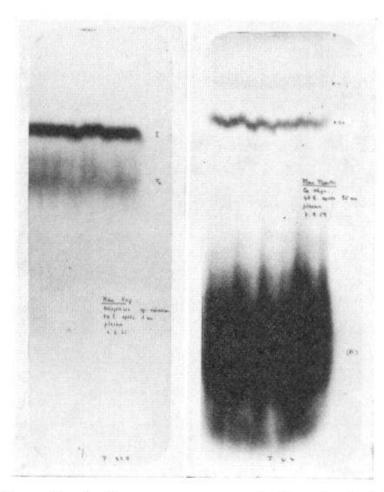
Autoradiographies de chromatogrammes pratiqués après administration d'I¹³¹. A droite, disparition de la thyroxine et présence du composé U.
